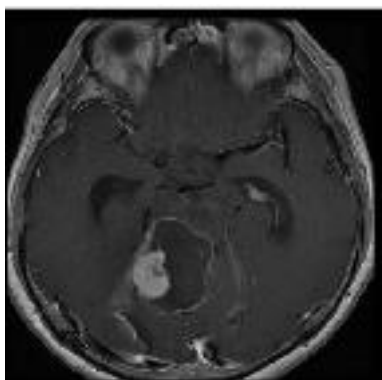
血管芽腫の頭部 MRI 画像 (T1WI Gd 造影、axial 画像、当院手術症例)
